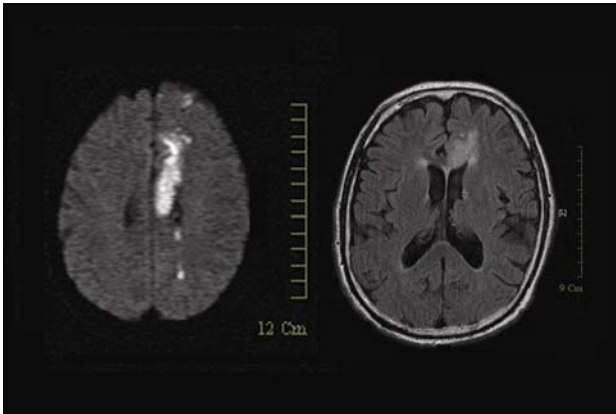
左圖為擴散磁共振影像，右圖為 T2 FLAIR 影像，均顯示左側額葉病灶影響胼胝體及扣帶腦回區
